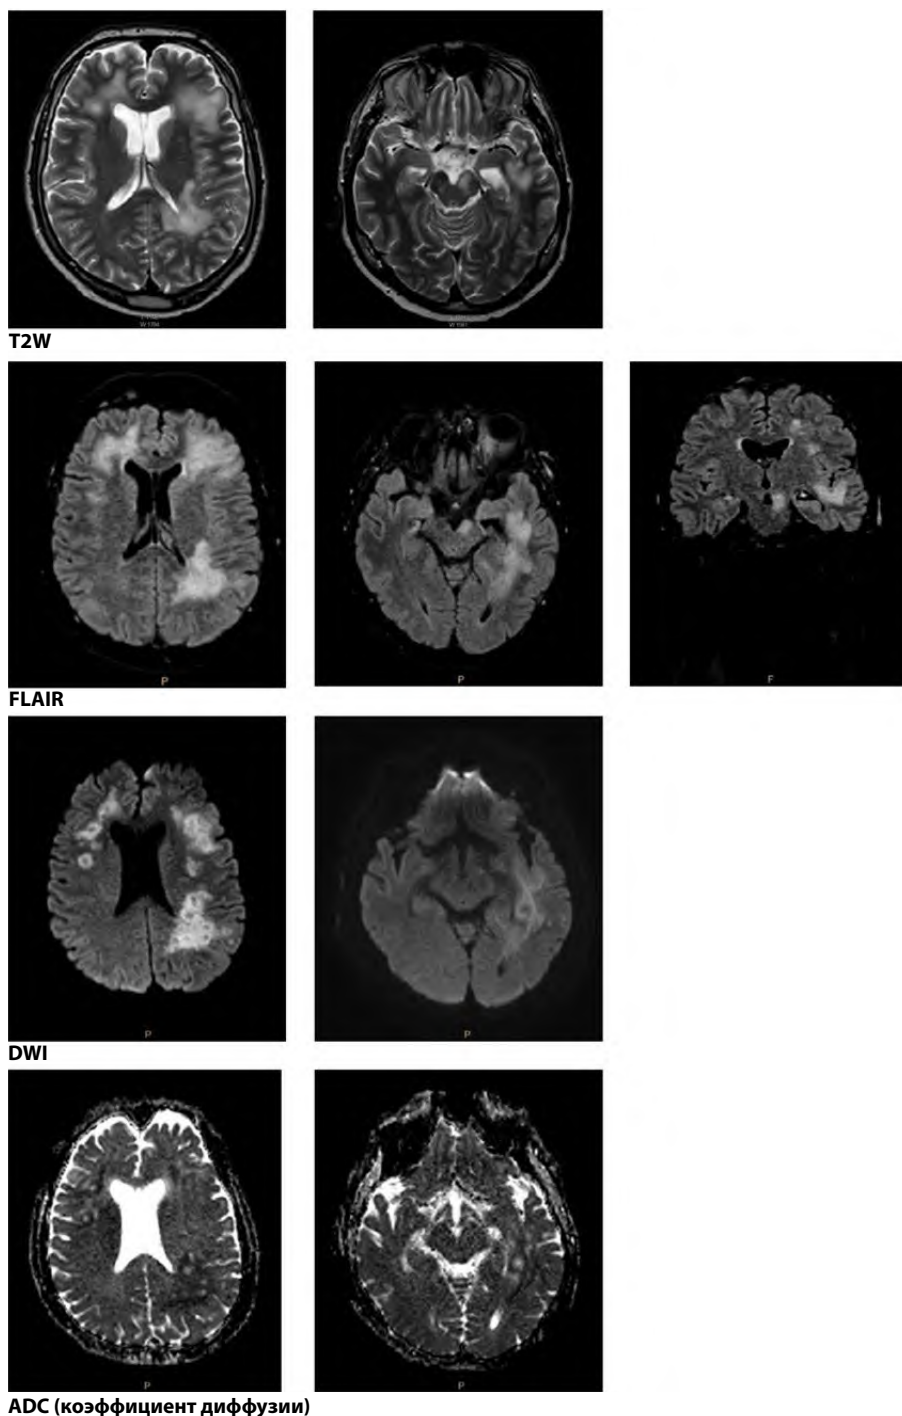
МРТ головного мозга пациента К., 31.07.2023
